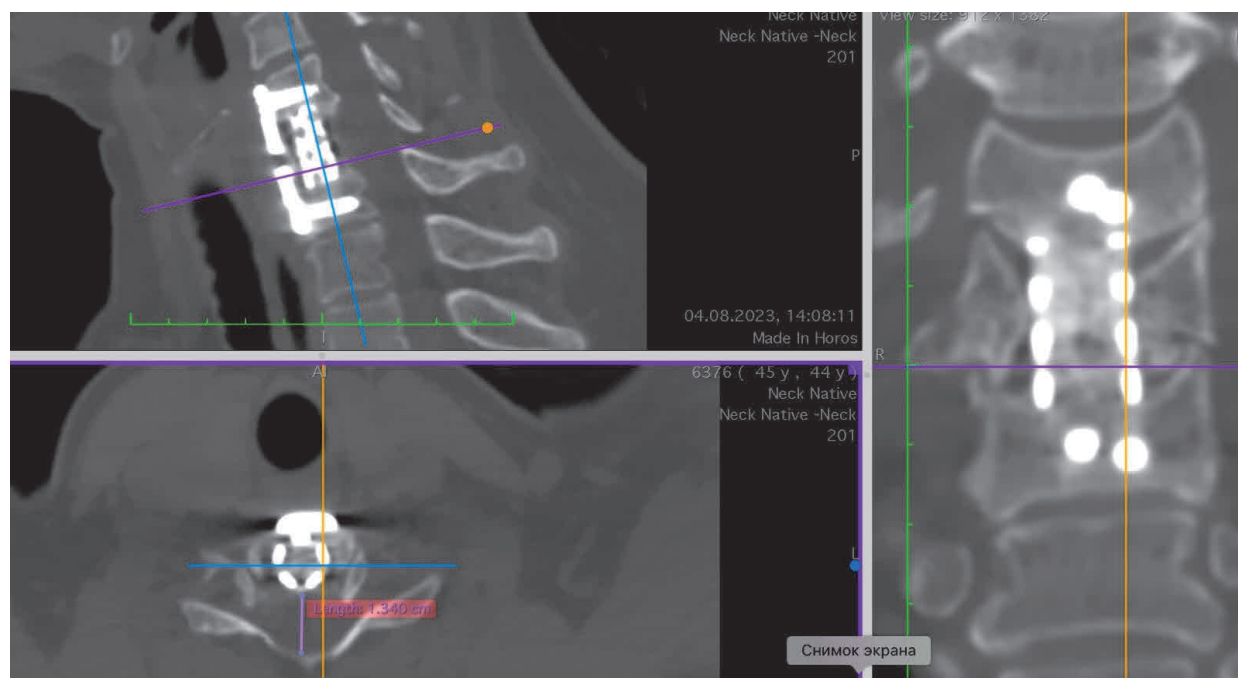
СКТ пациента К. через 1 месяц после корпорэктомии C6, дискэктомии C5-C6 и C6-C7, стабилизации мешем и пластиной
